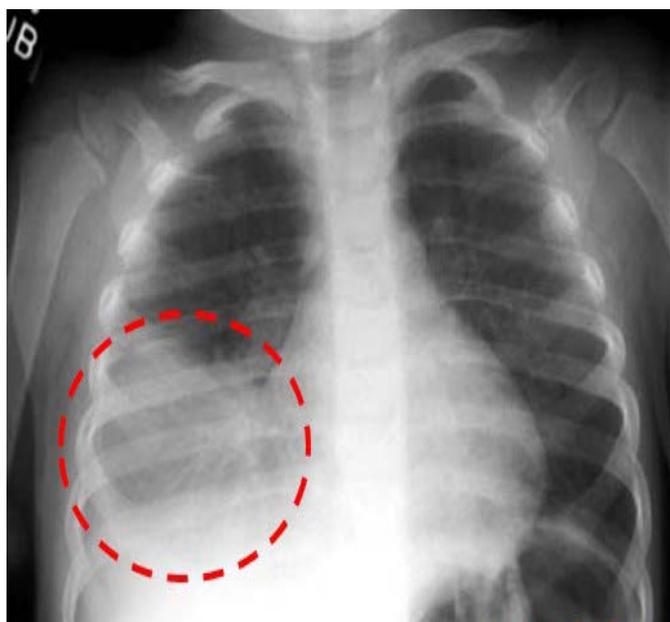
Рентгенограмма при пневмонии микоплазменной этиологии
